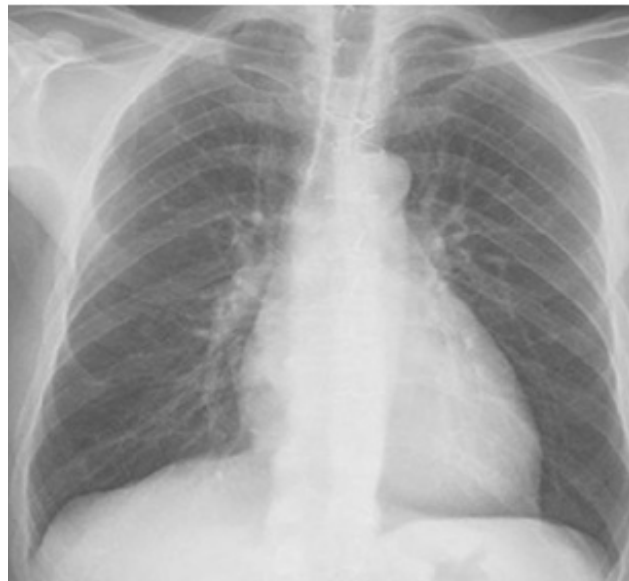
Telerradiografia de tórax PA à data de alta.
